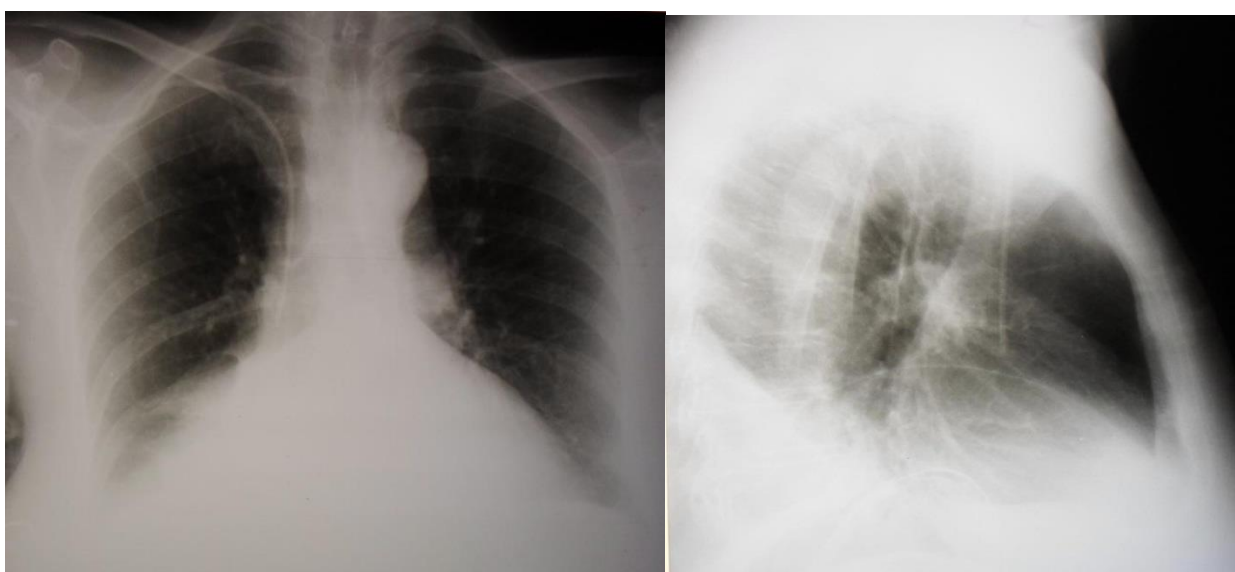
Рентгенограммы той же пациентки после дренирования плевральной полости
